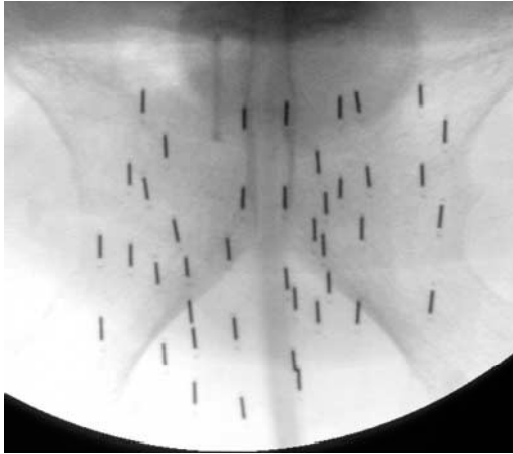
Verteilung der Seeds nach Applikation im Röntgenbild, Quelle: (Kaulich et al, 2002)
